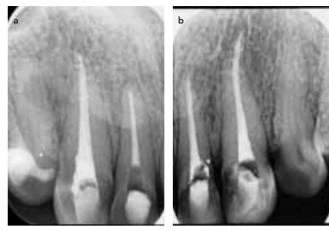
Endodontische Kontrollröntgenbilder nach Revision der Wurzelfüllungen.
